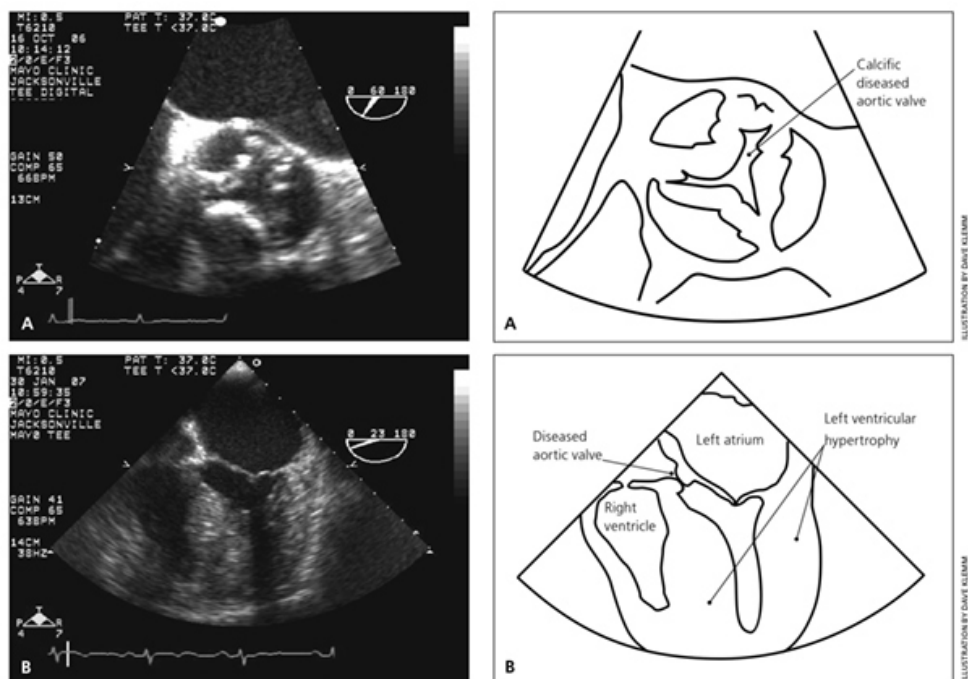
Transösophageales Echokardiogramm einer hochgradigen AS mit kalzifizierter und degenerativ veränderter AK und kompensatorischer LV-Hypertrophie. a) axial b) horizontaler 4-Kammerblick (Grimard and Larson, 2008)
